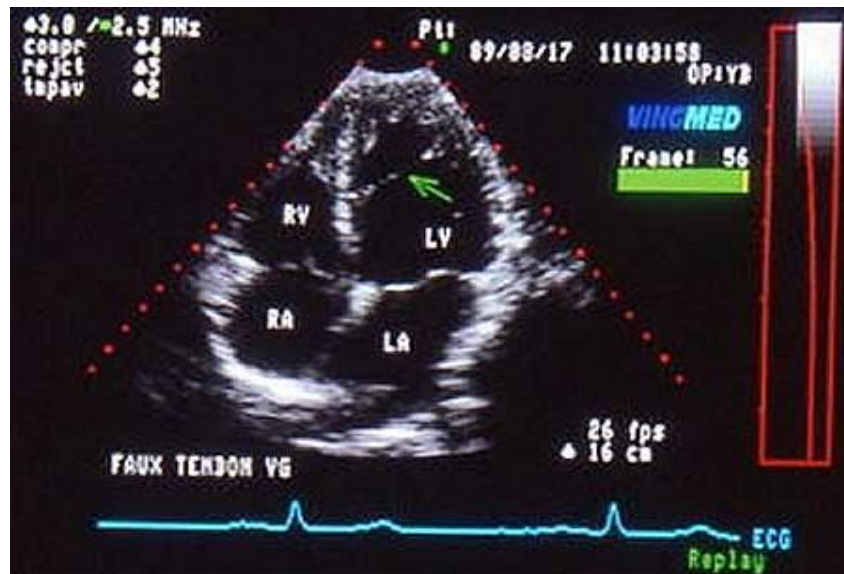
Echocardiogramme bidimensionnel (2D)
